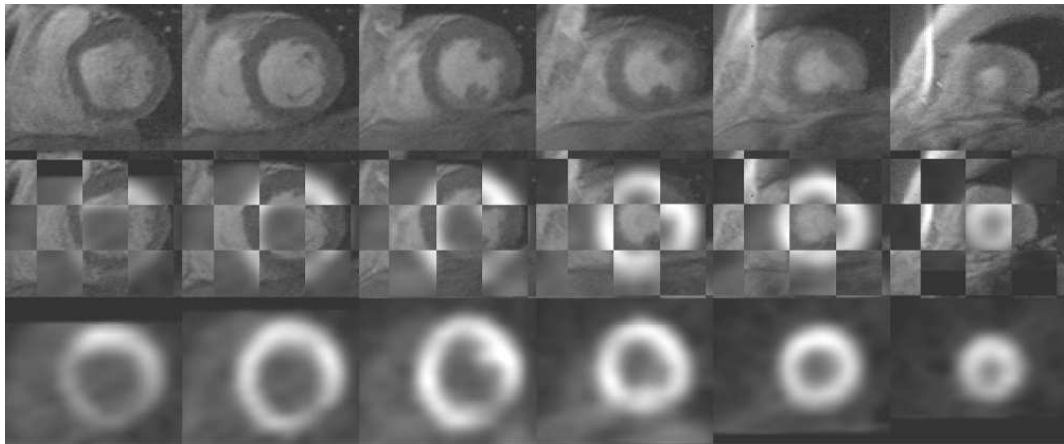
Une pile de coupes IRM petit-axe et TEP d'émission recalées. Ligne du haut : IRM petit-axe. Ligne du bas : coupes de l'image TEP correspondantes. Ligne du milieu : visualisation en échiquier ; le recalage est visuellement apprécié par la superposition des images.
